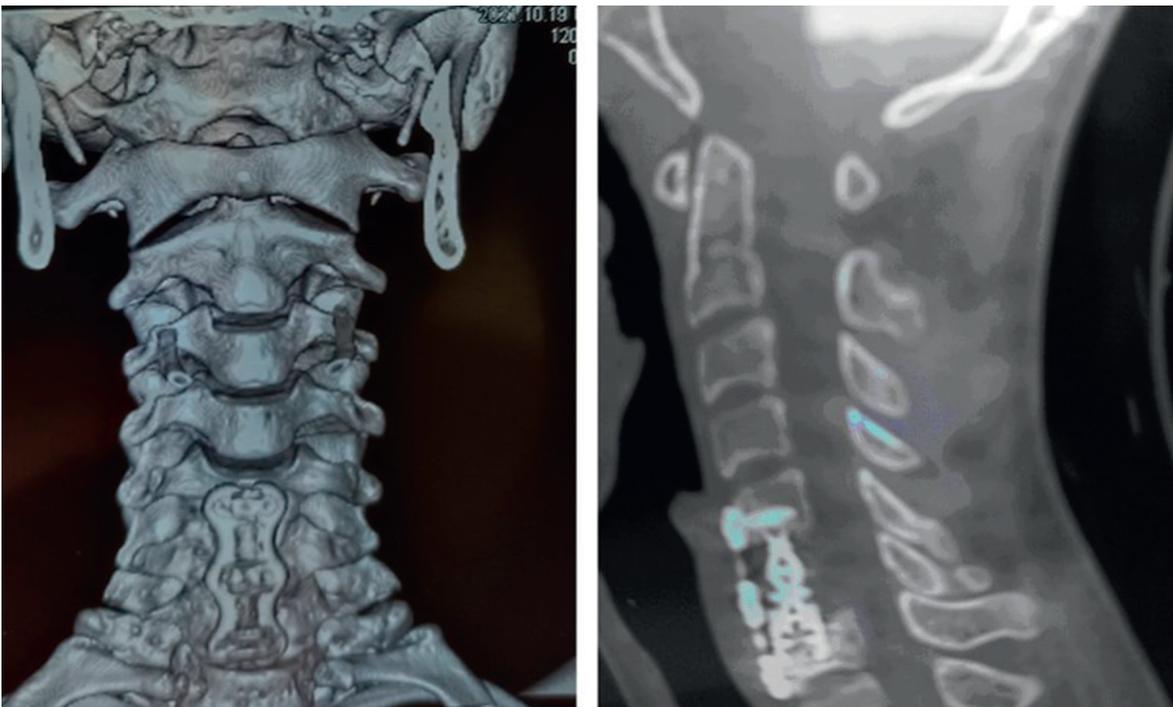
Контрольная КТ спинного мозга после операции
